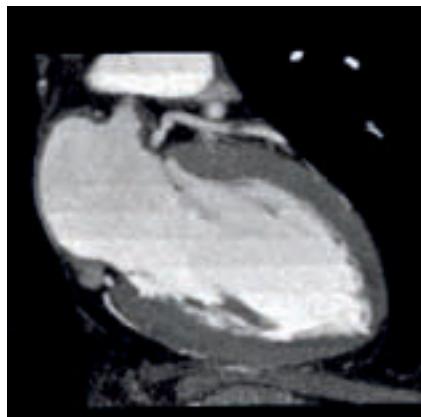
/ Imagen Maximum Intensity Projection (proyección de máxima intensidad) MIP de tomografía computada (TC) que demuestra placa no calcificada significativa en arteria descendente anterior.
